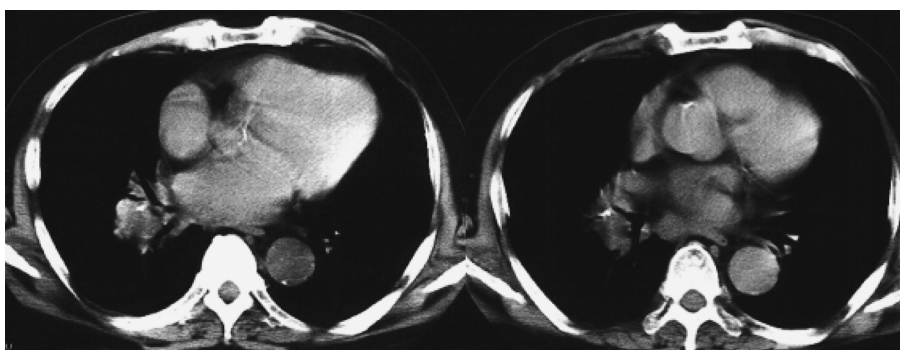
Chest CT scan showing the mass lesions of right lower lobe and mediastinum with swelling of the lymph nodes in hilum. Trachea was deviated to the right due to the mass lesion.
